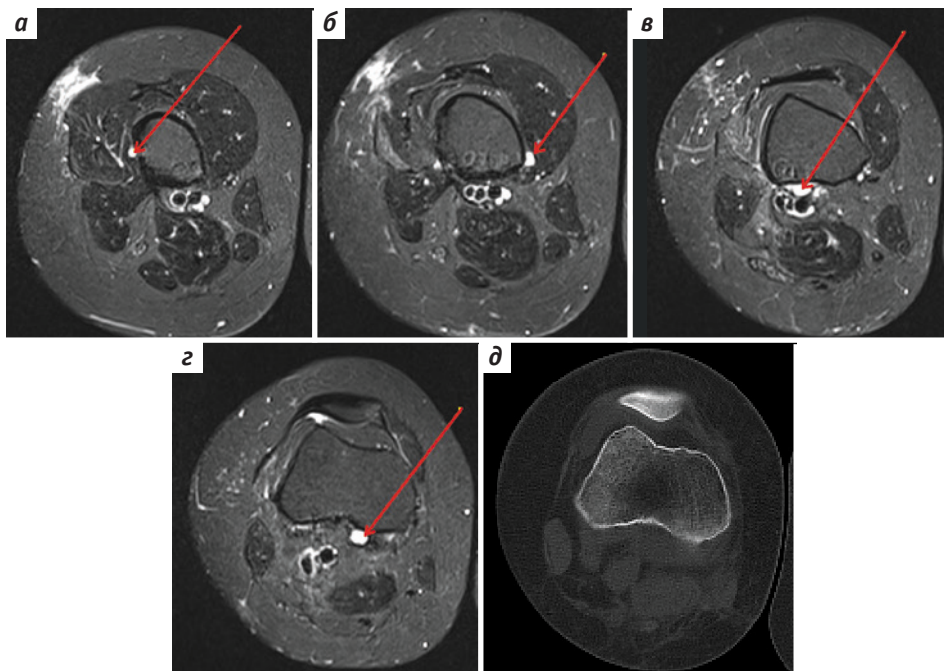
Второй многоузловой рецидив: а–г – магнитно-резонансная томография (МРТ) правого бедра, T2 TIRM Ax, срезы на различных уровнях сверху вниз, визуализируются узлы хрящевой структуры; д – рентгеновская компьютерная томография, выполненная в те же сроки (уровень, аналогичный уровню, представленному на рис. 4, з), визуализированный по данным МРТ узел четко не дифференцируется
